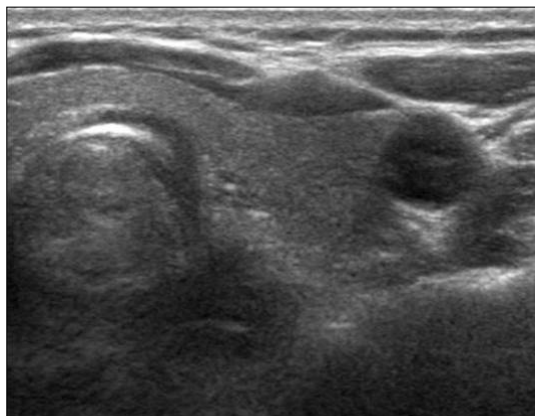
Ultrasonography of thyroid using the high frequency probe (5–12 MHz) shows high resolution of anatomical structures, but limited evaluation of deep structures due to increased absorption.
